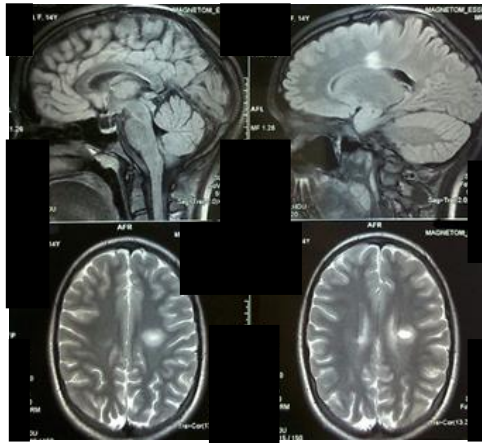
МРТ головного мозга пациентки С., 13 лет. Диагноз: РРС, период ремиссии (при первой госпитализации). T1-ВИ
